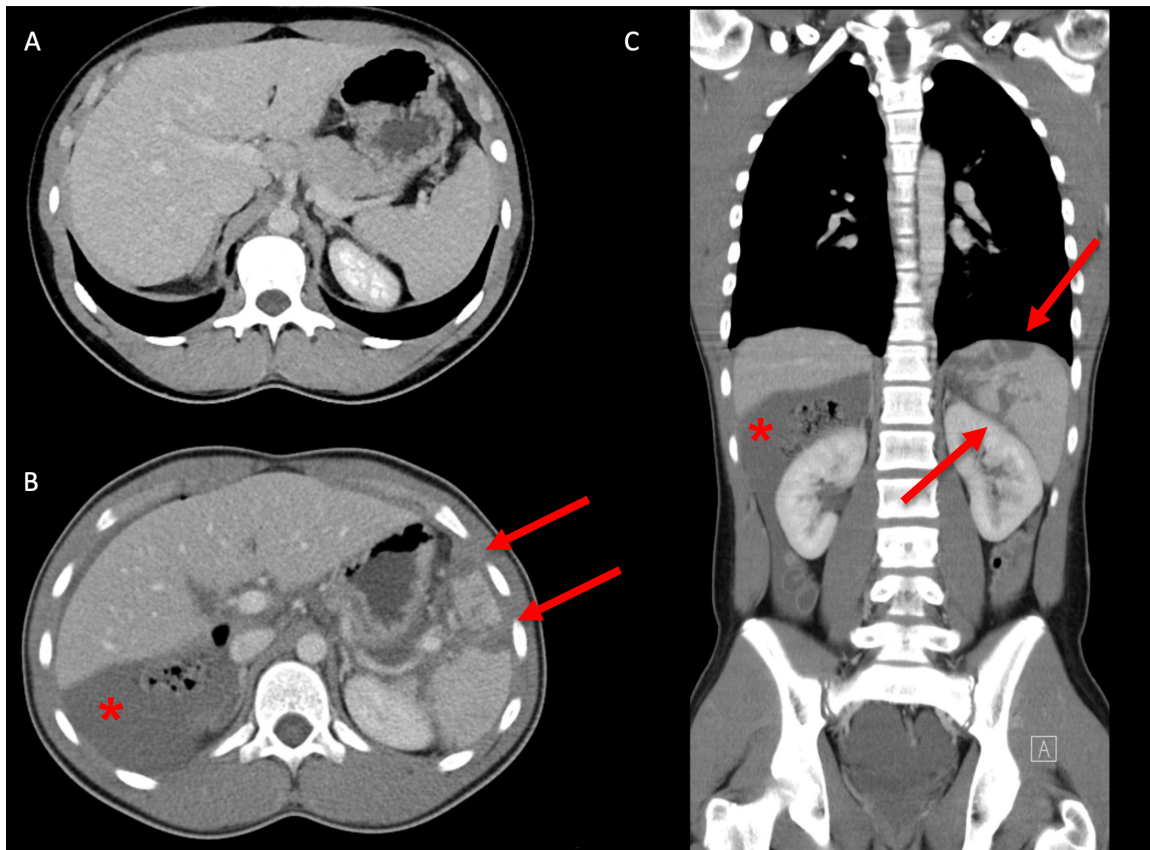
Gegenüberstellung computertomographischer Bilder (Somatom Definition AS, Siemens Healthcare, Erlangen) mit und ohne Nachweis abdomineller Organläsionen in der portalvenösen Phase nach der intravenösen Applikation von jodhaltigem Kontrastmittel (Ultravist 370, Bayer Vital, Leverkusen). A: Unauffälliger transversaler Oberbauchschnitt der CT-Untersuchung eines Patienten ohne Nachweis von Organläsionen. B und C: Transversale und koronale Rekonstruktionen der CT-Untersuchung eines anderen Patienten nach stumpfem Bauchtrauma mit Nachweis von Hämaskos (Asterisk) und einer Milzlazeration (Pfeile).
